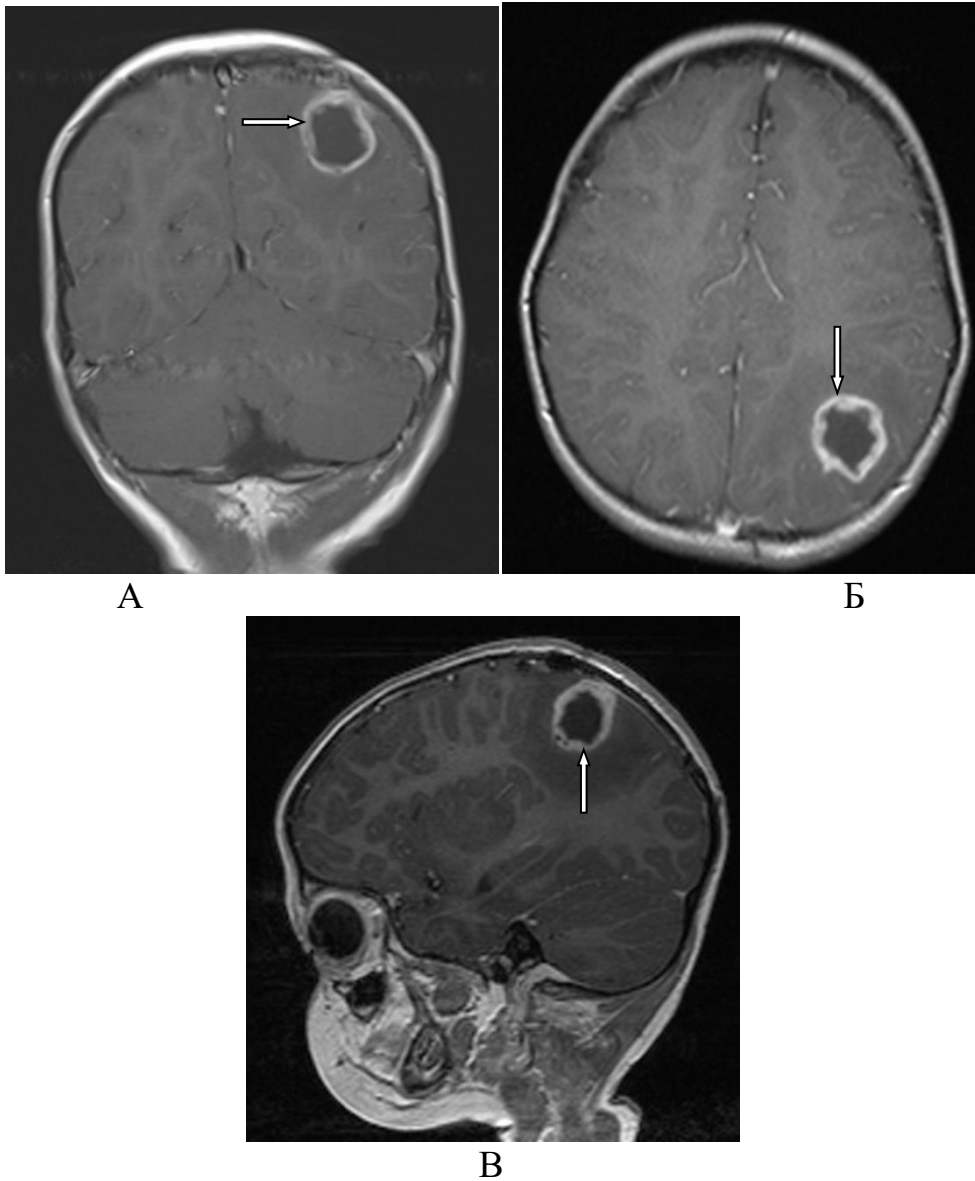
Больной В., 1 год 6 месяцев (ИБ №18646 2020 г.). Клинический диагноз: СЭ. ЭЭГ: фокусы эпилептической активности в левой ТД. МРТ: объемное образование левой теменной доли. А – постконтрастное Т1-ВИ Cor; Б – постконтрастное Т1-ВИ Ax; В – постконтрастное Т1-ВИ Sag. В проекции левой теменной доли выявляется крупное патологическое образование (стрелка) неоднородной кистозно-солидной структуры, окруженное отеком, с масс-эффектом, накапливающее контрастный препарат по периферии, что свидетельствует об опухоли глиального ряда
